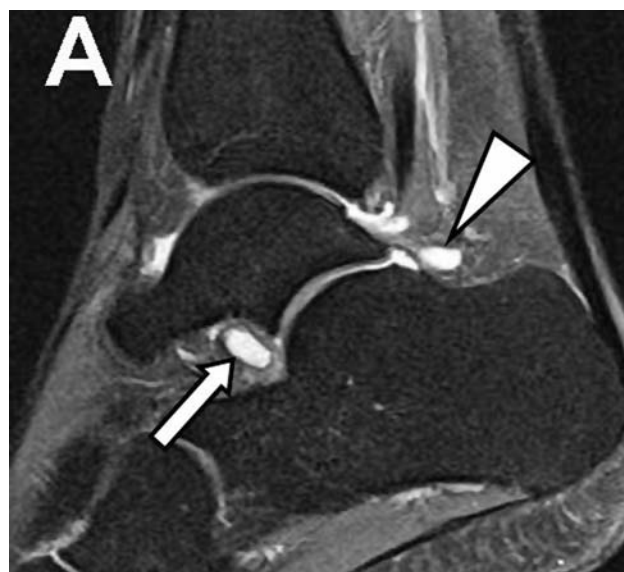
Сочетание заднего импинджмент-синдрома и синдрома таранного синуса у профессионального спортсмена с жалобами на боль в голеностопном суставе без анамнеза острой травмы. А: Сагиттальная FS PD FSE томограмма показывает синовиальные кистозные разрастания по задней поверхности голеностопного сустава (треугольная стрелка) и в проекции таранного синуса (обычная стрелка).
